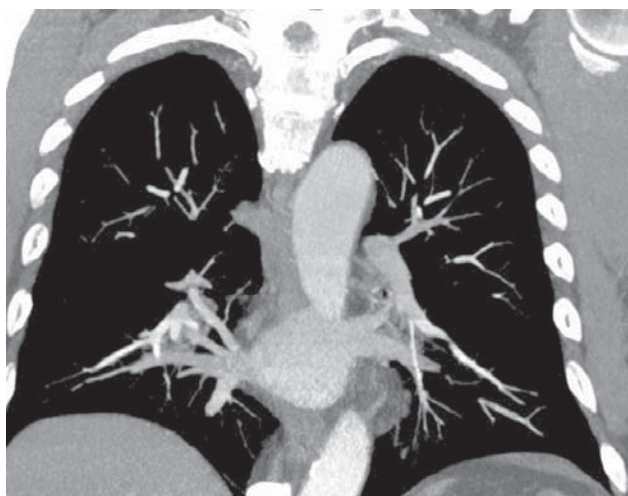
Компьютерная томография у пациента с аномальной анатомией легочных вен (ЛВ) в виде коллектора левых ЛВ и рассыпного типа правых ЛВ.
